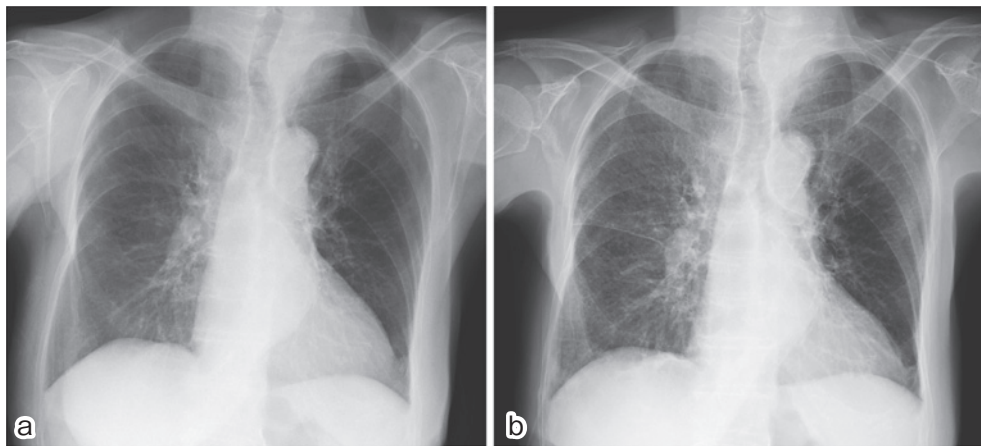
Her chest X-ray films were normal in April 2008 (a), and (b), in June 2008 showing diffuse multiple small nodules in both lung fields.
